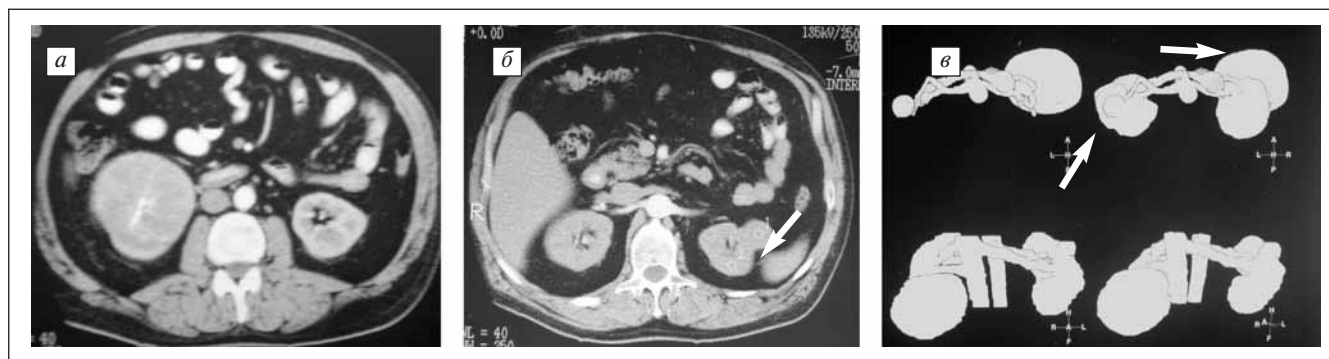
Больной Л. СКТ. Большая опухоль нижнего сегмента правой почки и маленькое новообразование левой: а, б — аксиальные сканы; в — 3D-реконструкция
